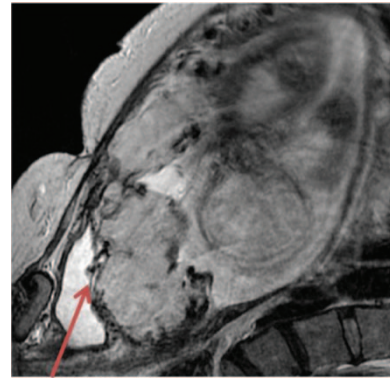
МР-томограма: «набухання» нижнього сегмента матки, заповненого плацентарною тканиною, з нечітким контуром задньої стінки сечового міхура
